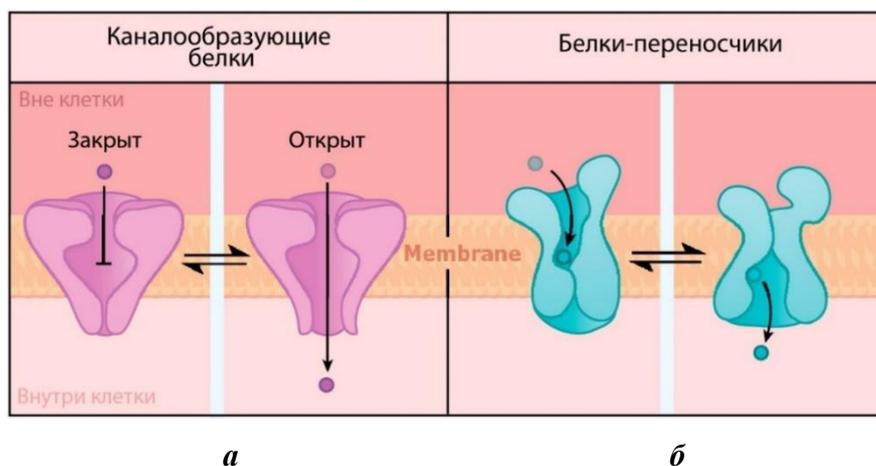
Простая и облегченная диффузия (по G. Plopper et al., 2013, с изменениями):
